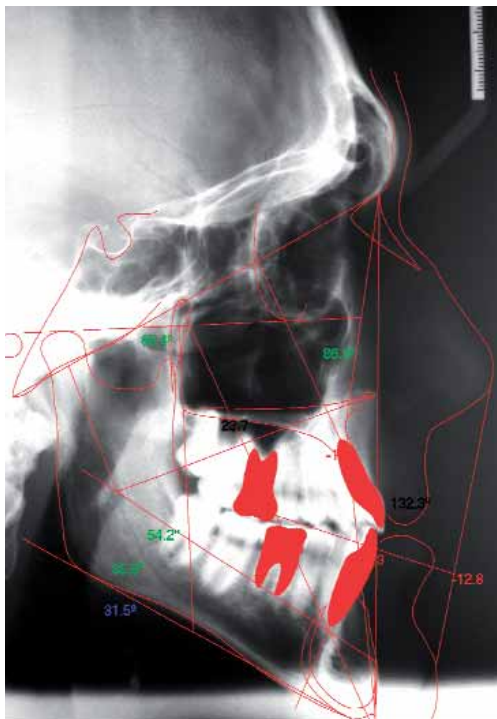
Ortopantomografía y cefalometría post-tratamiento.
